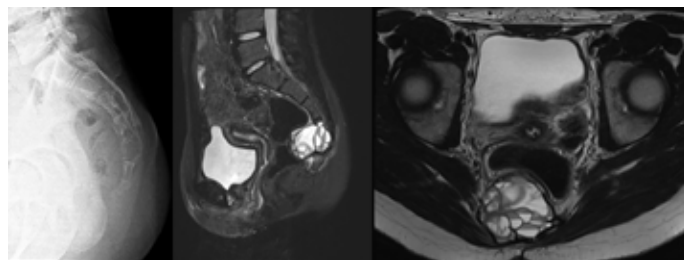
Kyste anévrysmal de la 4^{ème} vertèbre sacrée chez une fille de 15 ans. Aspect radiographique et IRM sur coupe sagittale et axiale avec visualisation de plusieurs logettes et de niveaux liquides évocateurs.
